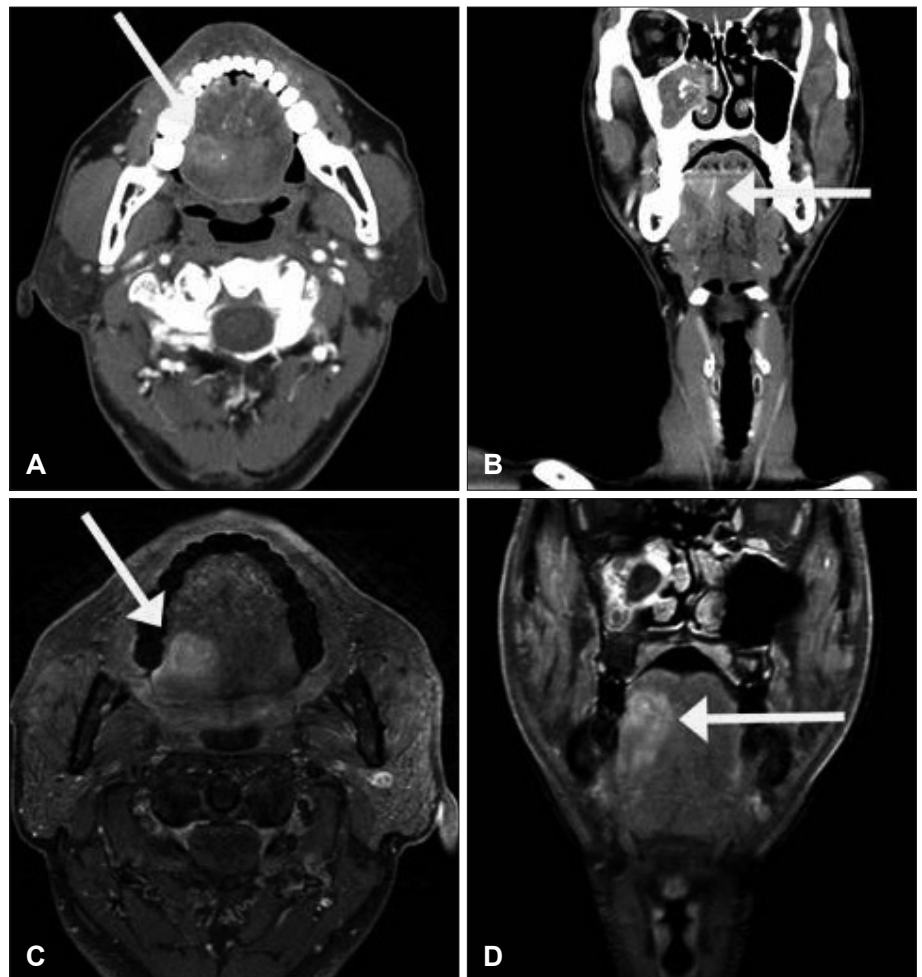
Radiologic findings show about 3 cm enhanced mass. In the medial portion of the enhanced mass, about 1.2 cm linear calcified lesion was found. A: Axial CT scan. B: Coronal CT scan. C: T1-weighted MR image (Axial). D: T1-weighted MR image (Coronal).
